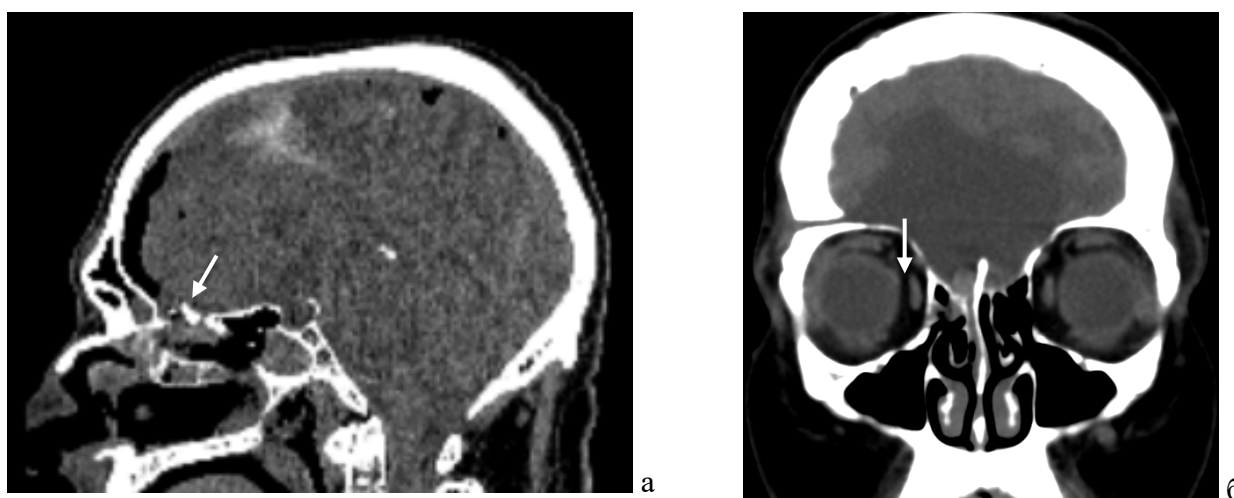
Послеоперационная КТ у пациентов с дефектами решетчатой пластинки: а – сагиттальная проекция, послеоперационная пневмоцефалия, стрелкой указан фрагмент кости, установленный в область дефекта, б – фронтальная проекция, фрагмент широкой фасции бедра, установленный интракраниально в область дефекта решетчатой пластинки (указан стрелкой), рубцовые изменения между средней носовой раковиной и перегородкой носа справа
